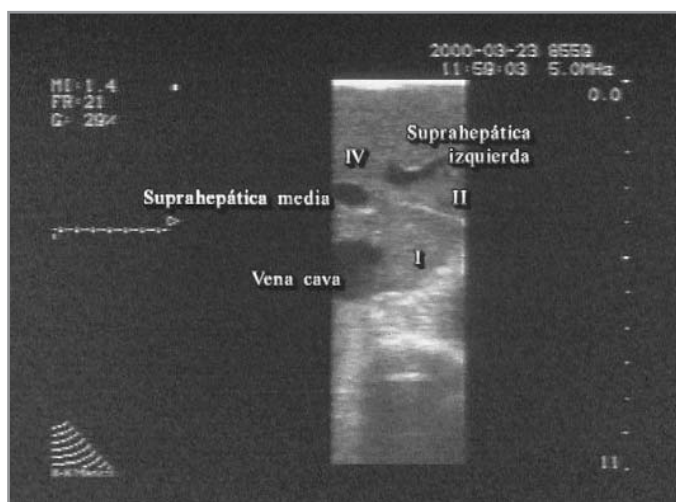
Ecografía intraoperatoria. Suprahepática media e izquierda. Segmentos 1, 2 y 4.
